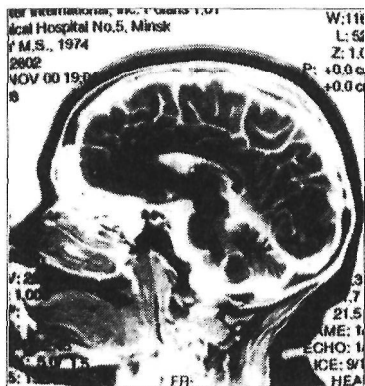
МРТ головного мозга при подострой дегенерации мозжечка: выраженный атрофический процесс преимущественно структур задней черепной ямки
